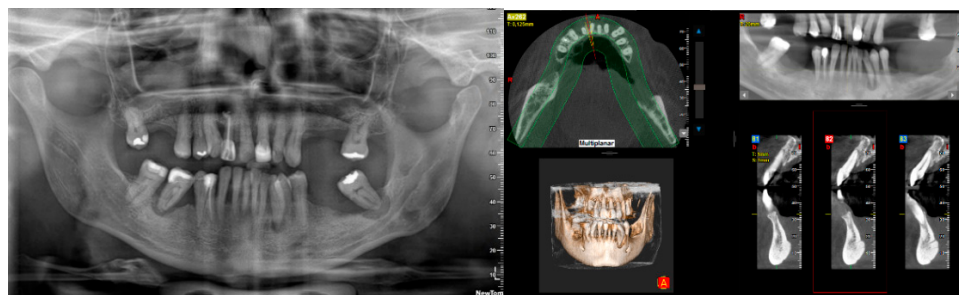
Panoramic radiograph and computerized tomography as part of the diagnosis and treatment plan.
